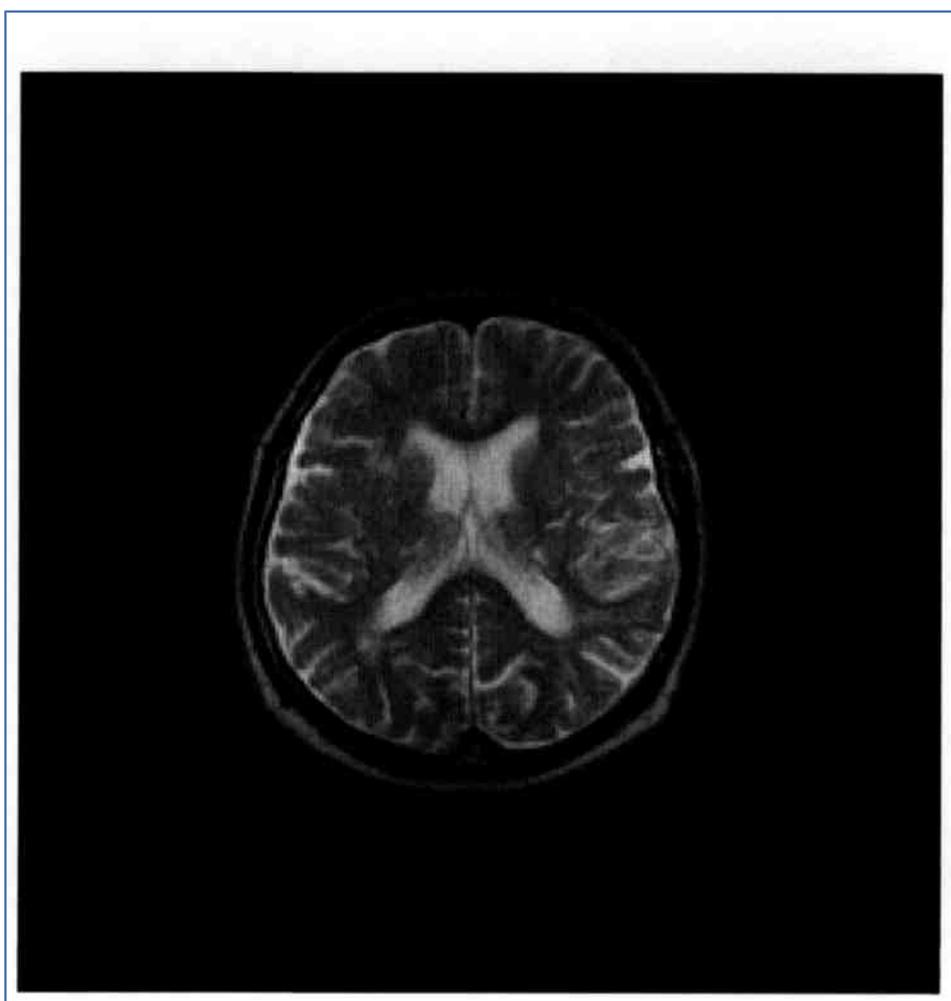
Магнитно-резонансная томограмма больного К.14 лет: диффузная атрофия вещества головного мозга. Расширение боковых желудочков.
